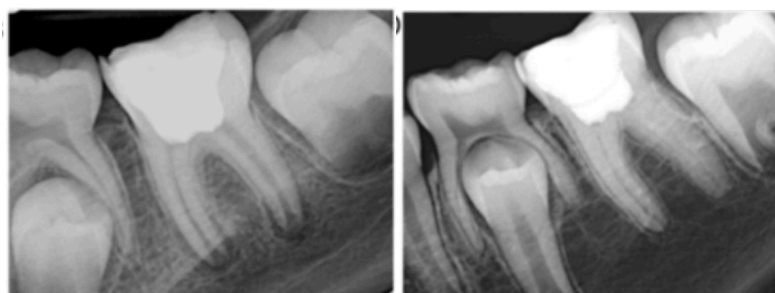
Radiografia pós-operatória de pulpotomia com BC putty, e com 24 meses de *follow-up*. (Adaptado de Debelian et al. 2016)
